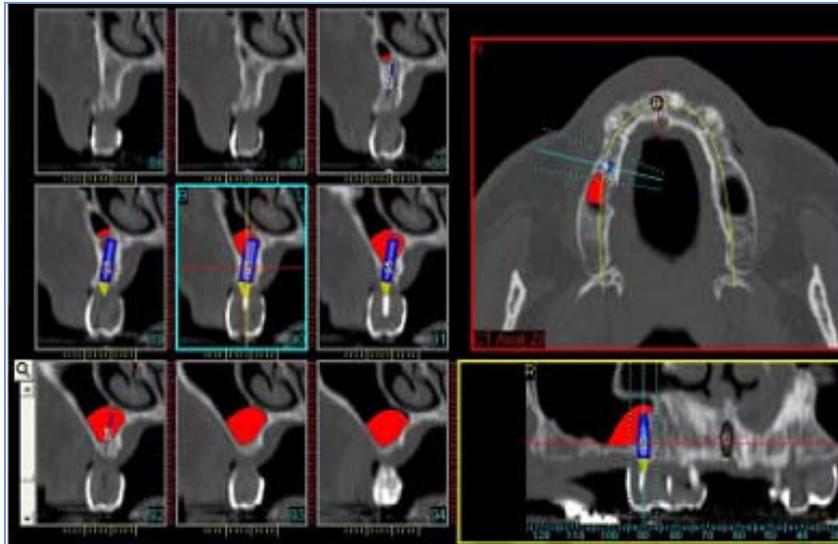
Tomografía computarizada del sistema SimPlant donde se observan la relación de los maxilares y los implantes dentro del hueso en un corte sagital.<sup>34</sup>
